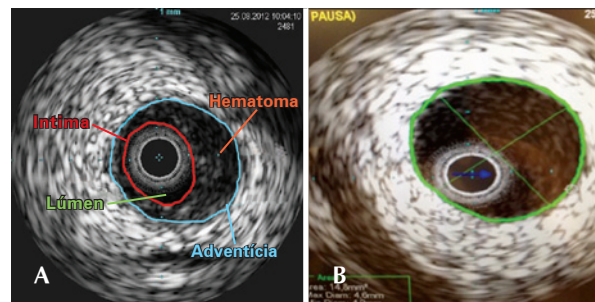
Em A, ultrassonografia intracoronária da artéria coronária direita distal evidencia hematoma subintimal, causando significativo comprometimento do lúmen. Em B, ultrassonografia intracoronária da artéria coronária direita proximal demonstra ausência de lesões ateroscleróticas.
